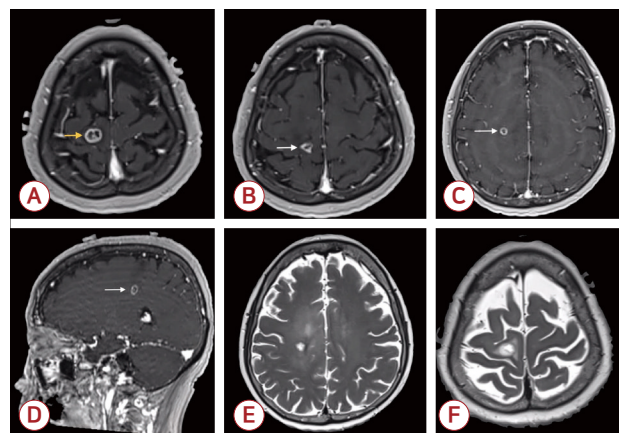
Follow-up brain MRI 3 weeks post-antiparasitic treatment reveals reduced cyst size and morphological alterations. (A) Gadolinium-enhanced T1 sequence depicts a septated, ring-enhancing nodule in the right premotor cortex (yellow arrow), similar in size to pre-treatment. (B-D) Gadolinium-enhanced T1 sequence reveals markedly diminished ring-enhancing nodules in the right precentral gyrus and right centrum semiovale (arrow). (E, F) T2-weighted sequence indicates a reduction in perilesional edema following combined dexamethasone and antiparasitic therapy. MRI; magnetic resonance imaging.
